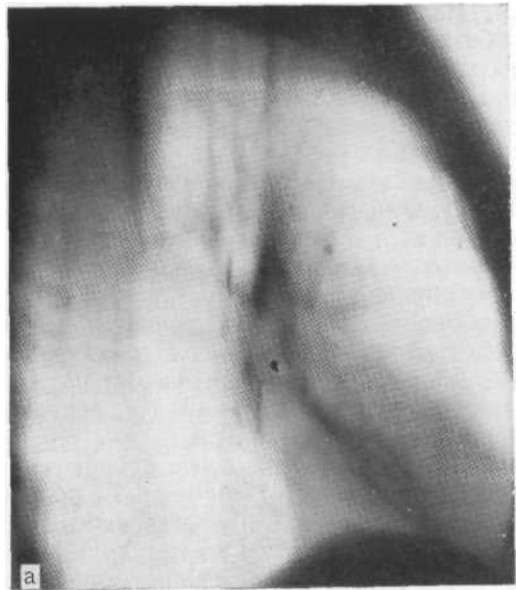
Томографическая (а) и бронхографическая (б) картины цирроза средней доли. Средняя доля резко уменьшена в размерах, неоднородно затемнена, бронхи входят в долю, резко деформируются и, не доходя до периферии, обрываются. Они лишены мелких ветвей и сближены.
